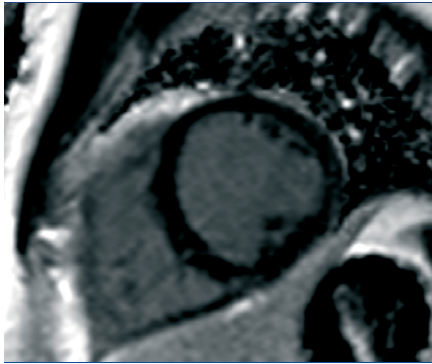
MRT: „Late Enhancement“ (Aufnahmen 15 min. nach Kontrastgabe) bei einem gesunden Probanden: Myokard schwarz, Blut hell dargestellt (keine Kontrasteinlagerung).
